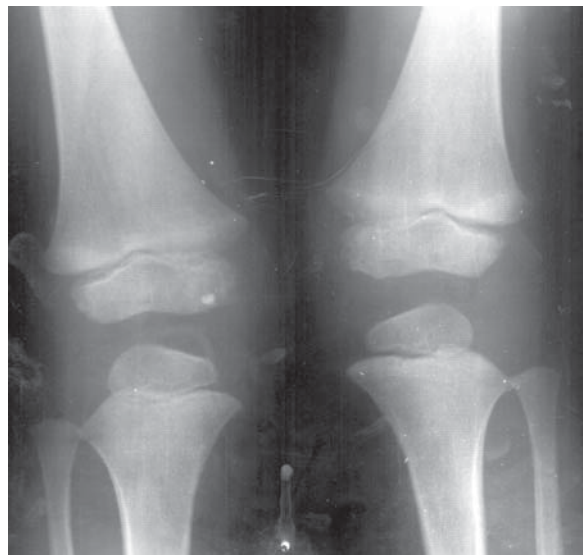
20. Genu valgum, 8 ani. Radiografie comparativă de genunchi.
